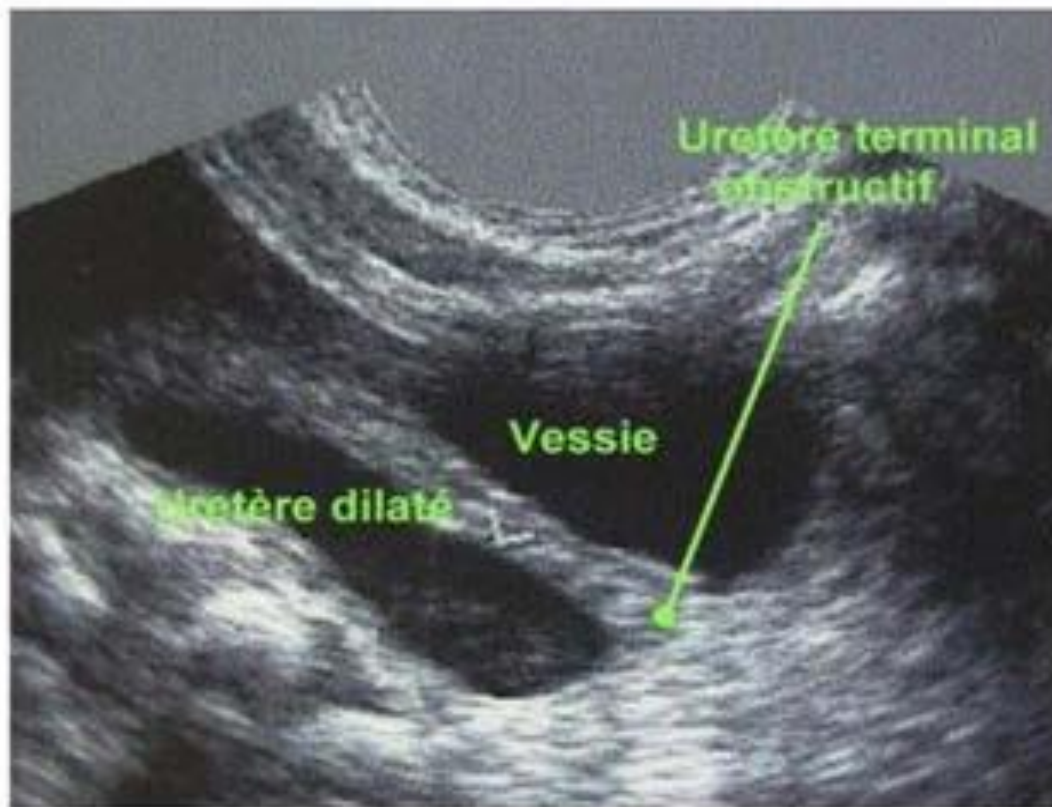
échographie pelvienne d'un uretère dilaté sur une portion terminale obstructive
